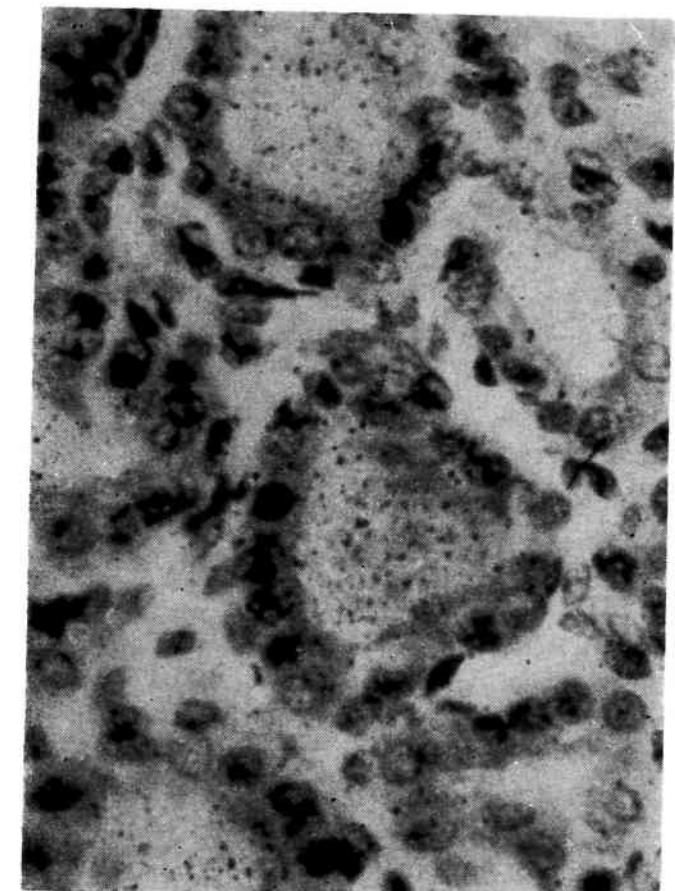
Tiroidă de șobolan. Autoradiografie executată cu emulsie lichidă I.F.A. EN₁, prin metoda îmbrăcării. Sursa radioactivă I^{131} ($\beta\text{-}\gamma$) injectat intraperitoneal, sub formă de Na I^{131} . Sacrificarea animalului la 24 de ore. Timp de expunere 18 zile. Postcolorare cu hematoxilină-eozină.
